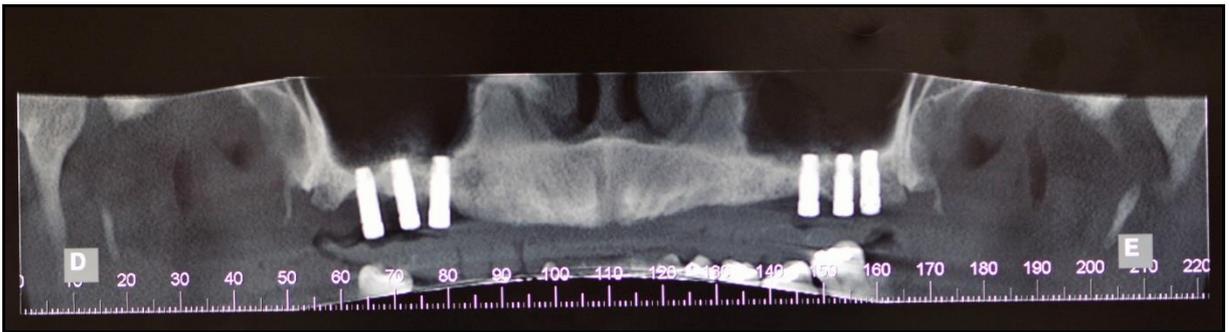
Panorâmica da tomografia, superior.
